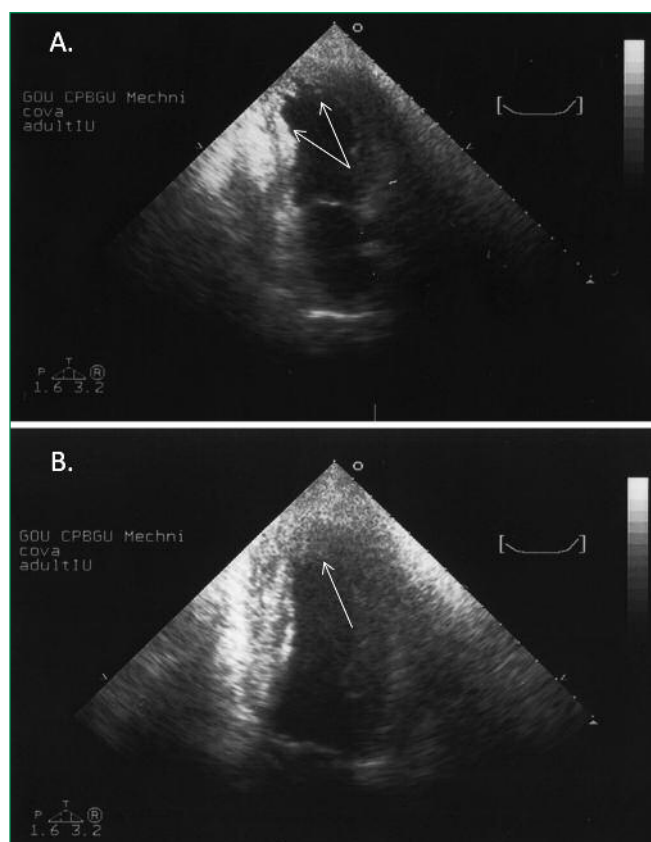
Echocardiogram of the patient D.: A. April 17, 2015 (arrows - akinesia of the apical segments, hypokinesia of the middle segments of the LV); B. April 27, 2015 (arrow - moderate hypokinesia of the apical segments of the LV)
